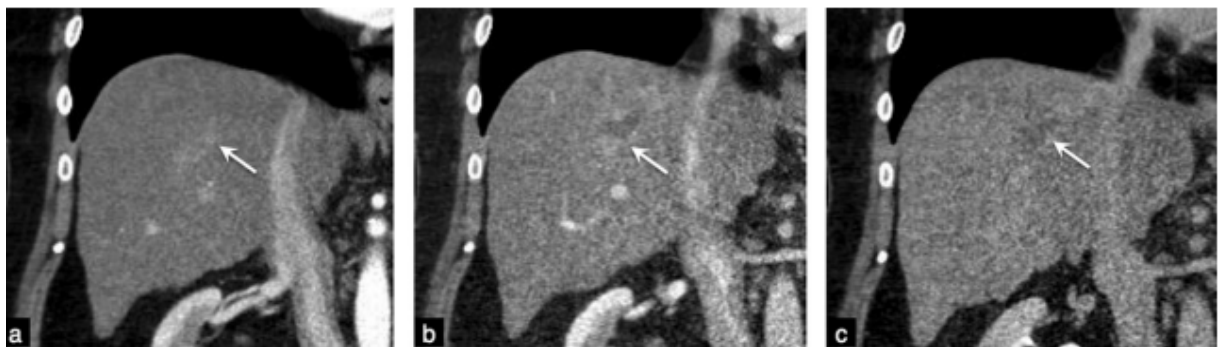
Catégorie LR-TIV. CHC périphérique avec envahissement tumoral endo veineux hépatique droit chez un patient de 63 ans avec une cirrhose alcoolique : a : les images de TDM en coupes coronales obtenues après administration d'agent de contraste iodé aux phases : a: artérielle tardive ; b : portale et c : tardive montrent une masse périphérique avec un rehaussement tissulaire endo veineux étendu (flèche)[17]
